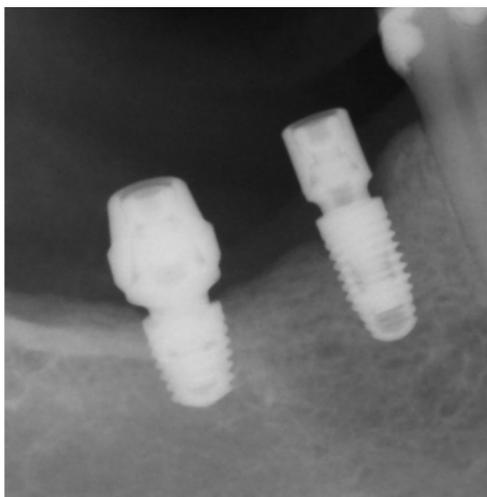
Radiografia periapical dos componentes protéticos com cilindro de proteção.
